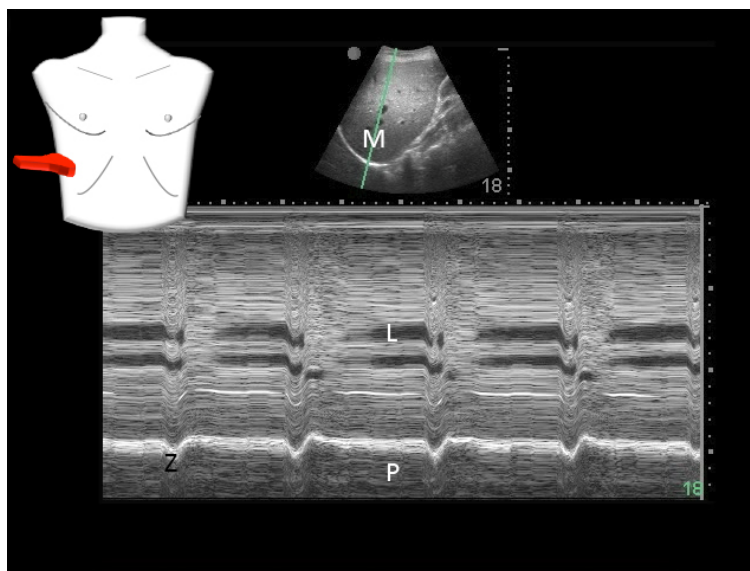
Sonografische Darstellung einer Zwerchfellparese in der FAST 1 Position
